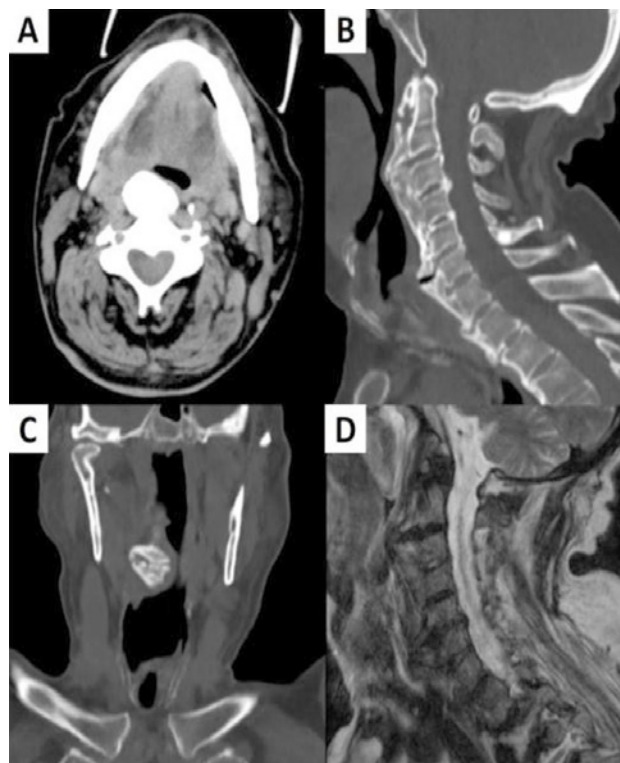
TAC cervical en plano axial (A), plano sagital (B) y plano coronal (C), y RM cervical en secuencia T2 (D): Se observa una hiperostosis vertebral anterior, más prominente a nivel de las vértebras C2-C3-C4 y C5-C6, haciendo impronta sobre la pared faríngea posterior.
